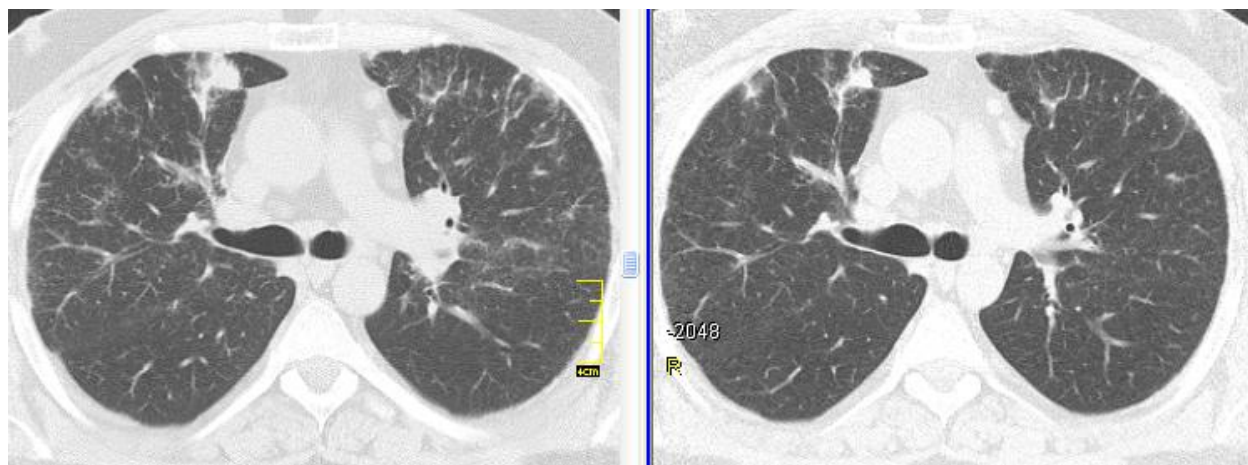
КТ хворого Л., саркоїдоз органів дихання II стадії; ліворуч – після 3 місяців терапії метотрексатом, праворуч – після 6 міс. терапії метотрексатом: зменшення дрібновузликової дисемінації і ретикулярних змін в паренхімі легень, регресія прикореневої лімфаденопатії, зменшення розмірів легеневого вузла в S₅ праворуч
